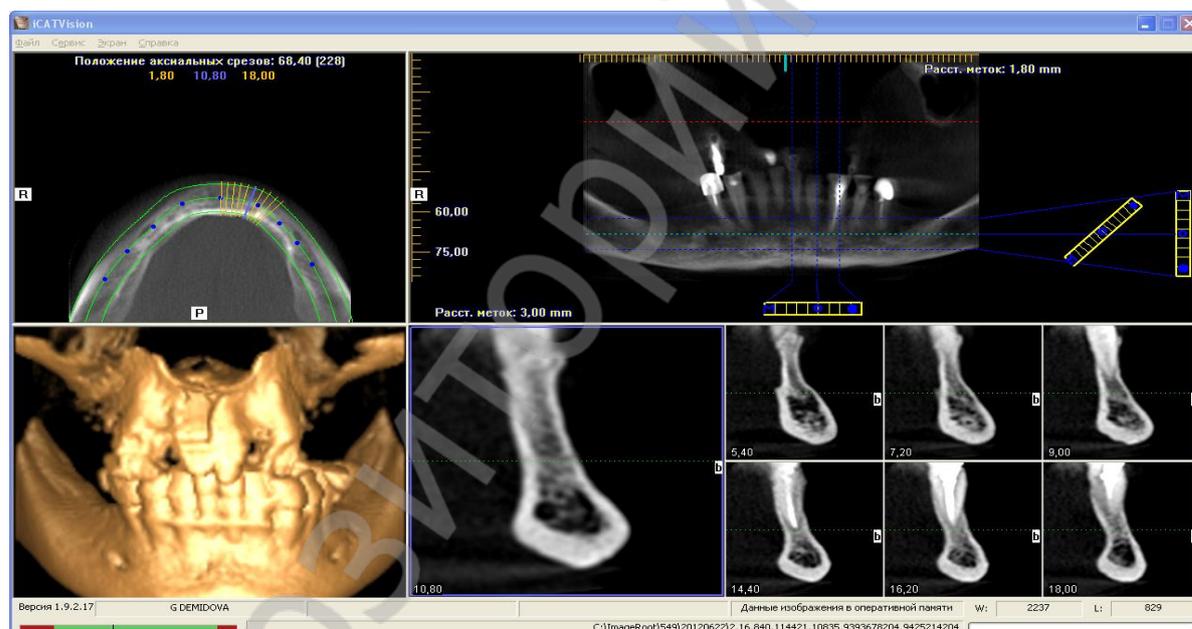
Программа для визуализации данных компьютерной томографии i-CATVision
